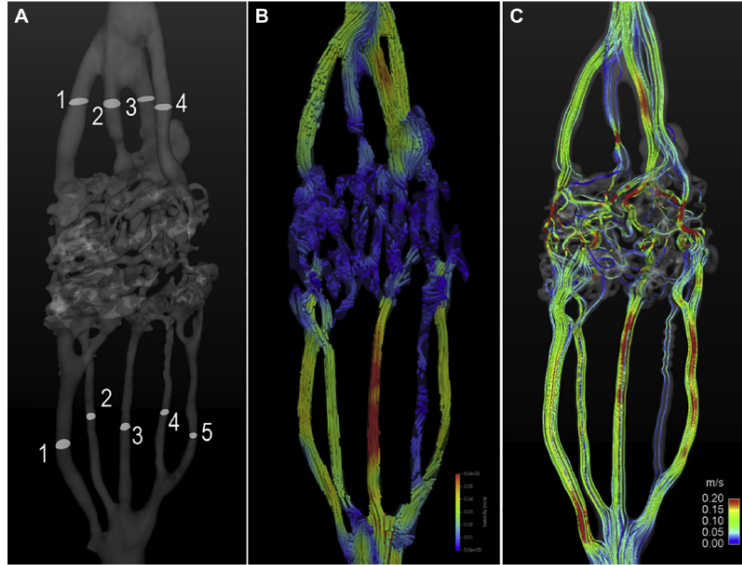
Visualizaciones de técnicas. (A) Modelo 3D de la MAV, (B) Método 4D flow MRI y (C) Método CFD.
